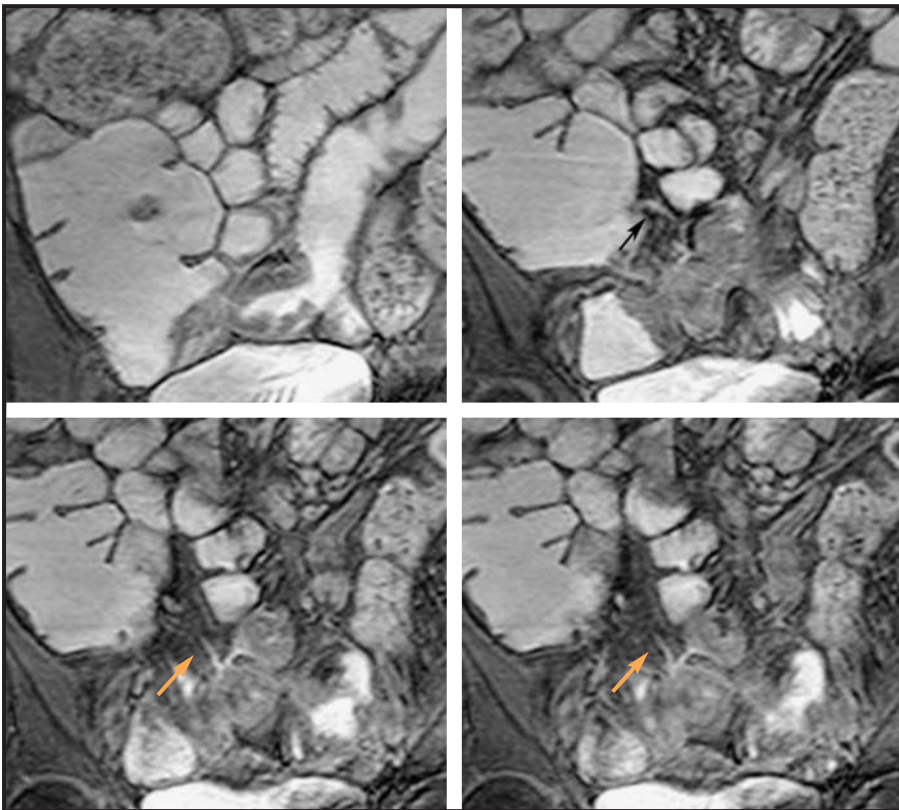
Contrastes enterales en la RM. Medio de contraste positivo. Delimitación de un trayecto fistuloso entre íleon distal y polo cecal (flecha) mediante la utilización de medio de contraste positivo y estudio dinámico con RM fluoroscopia.
